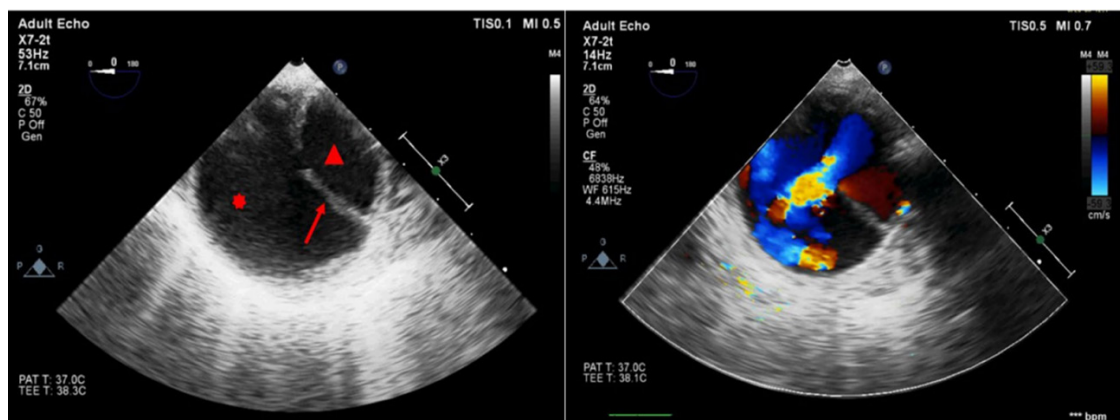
Visualização da aorta descendente no eixo curto pelo método transesofágico. À esquerda, é possível notar o lúmen verdadeiro (ponta da seta) e o lúmen falso (asterisco), separados pelo flap (seta). À direita, o ponto de laceração é confirmado com o uso do Doppler colorido, que mostra o fluxo do lúmen verdadeiro para o falso. Retirado de Eissa et al.¹⁶
